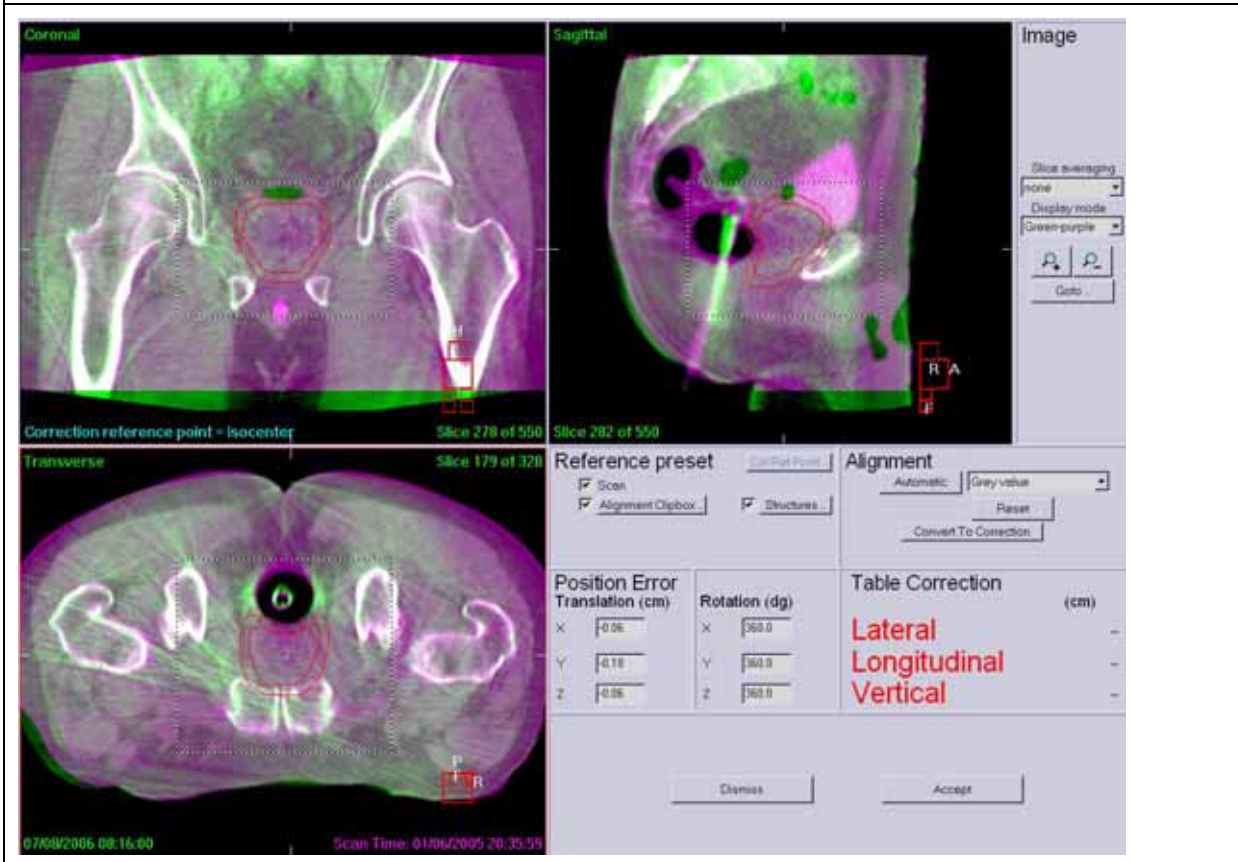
治療計畫電腦斷層掃描儀影像與 cone beam 電腦斷層掃描儀兩組影像重疊吻合
